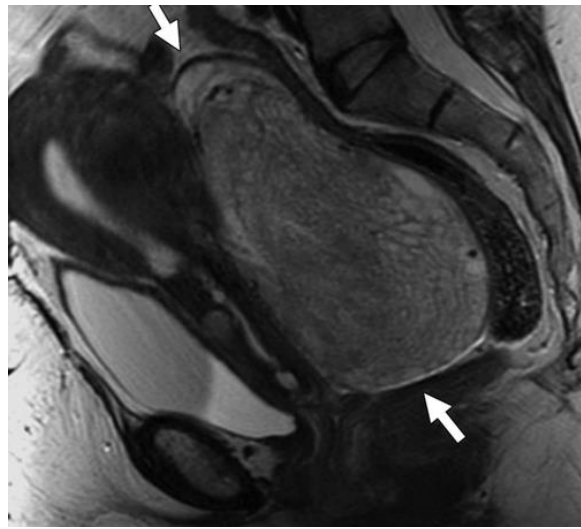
MRI λεκάνης κατά την 23η εβδομάδα κυοφορίας με εμφανή όγκο στην αριστερή ωοθήκη<sup>[19]</sup>.
